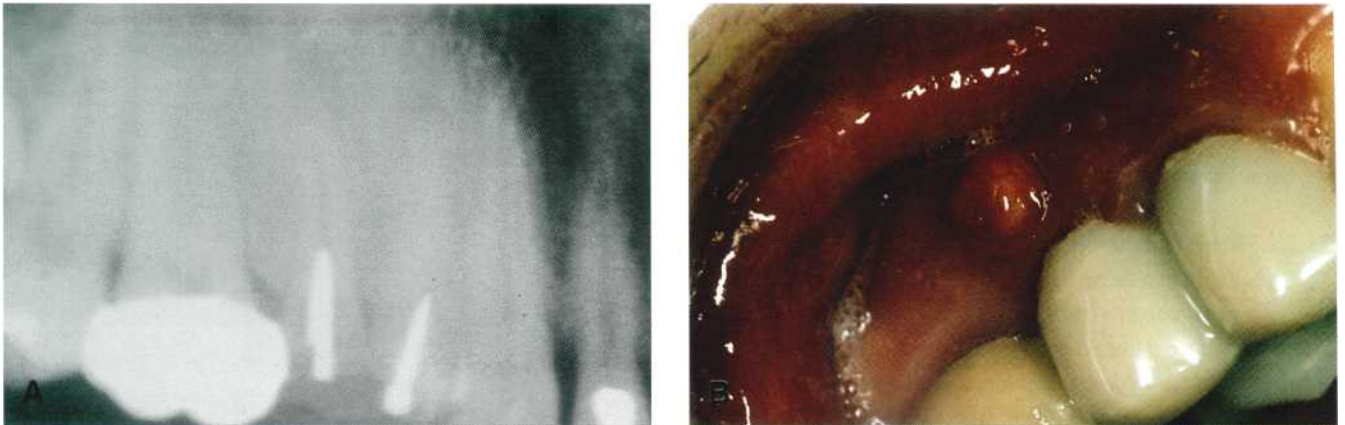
Absceso dento-alveolar (A) Detalle de la ortopantomografía que muestra el origen de la patología (1.4 y 1.5). (B) Aspecto clínico donde destaca la presencia de una fistula vestibular.
